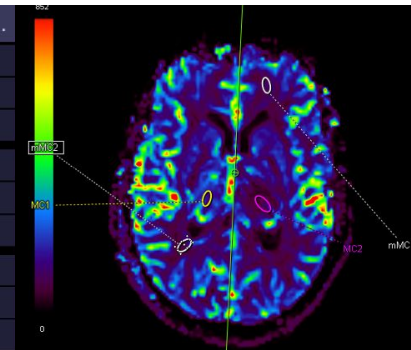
RM cerebral: (a) T2 sagital, (b) FLAIR axial, (c) T1 postcontraste sagital, (d) T1 postcontraste axial y (e) Valores de perfusión (rCBV). Lesión intraaxial bien delimitada de predominio bitalámico con extensión a pedúnculo cerebral y mesencéfalo izquierdo, hiperintensa en T2/FLAIR, sin realce tras contraste, sin restricción en difusión y con bajo rCBV, hallazgos sugestivos de glioma difuso de línea media de bajo grado. La AP confirma glioma difuso, IDH-wildtype, BRAF-wildtype, bajo grado (CNS WHO grado 2).
